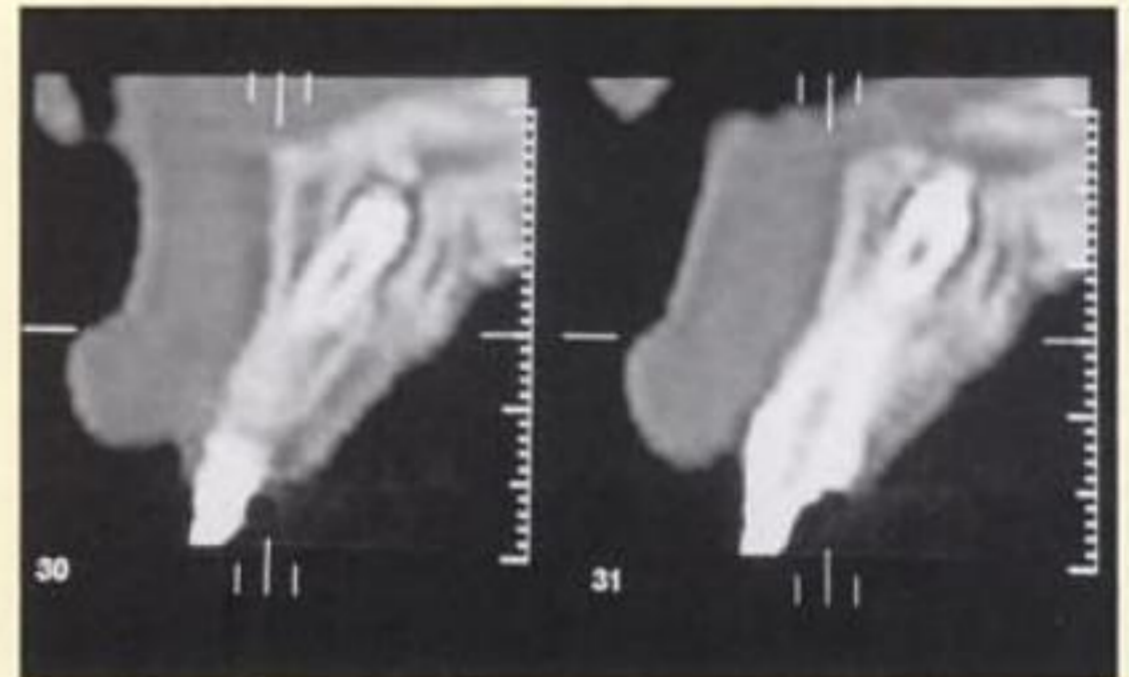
b. Tomografía computarizada que evidencia la exacta morfología y posición del diente incluido.
